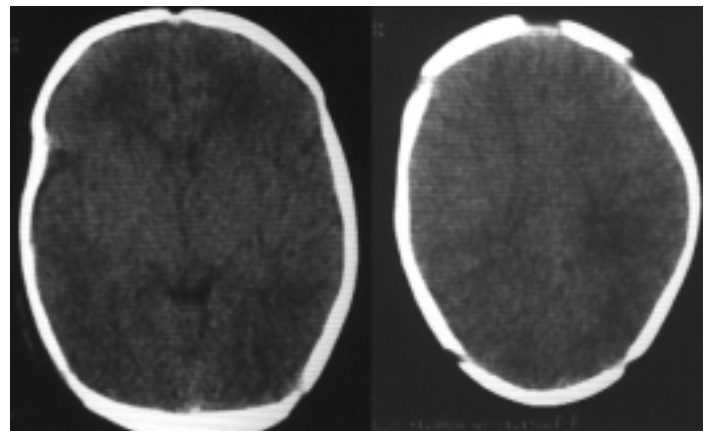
Компьютерные томограммы ребенка, рожденного на 35-й нед гестации; возраст – 12 дней. Диагноз: церебральная гипоксия-ишемия II степени; синдром угнетения ЦНС средней степени. Диффузное снижение плотности всего вещества мозга.
